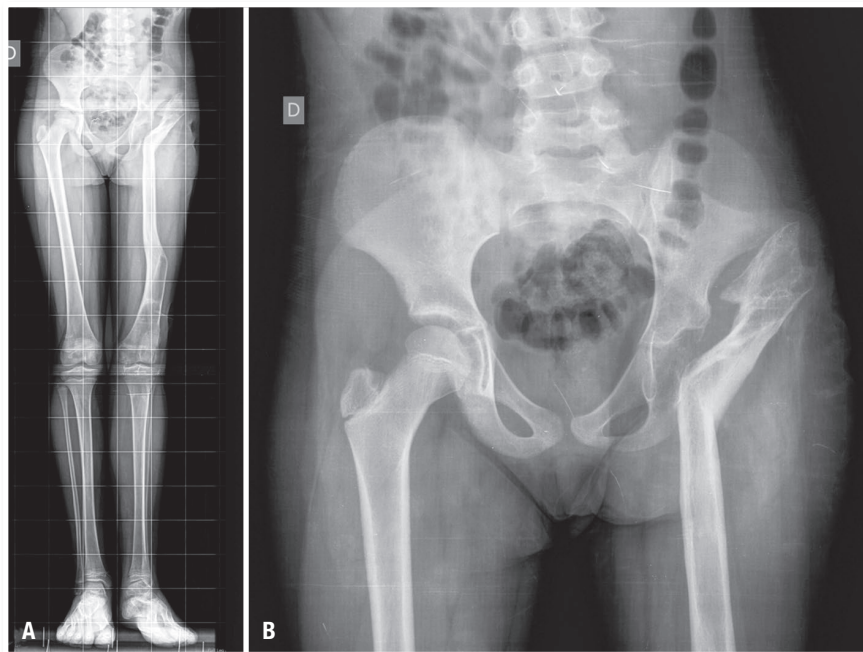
(A) Radiografia panorâmica AP pós-operatória de osteotomia valgizante do fêmur proximal e varizante do terço distal do fêmur. (B) Radiografia AP de bacia em detalhe da osteotomia valgizante. Pós-operatório de 01 ano
